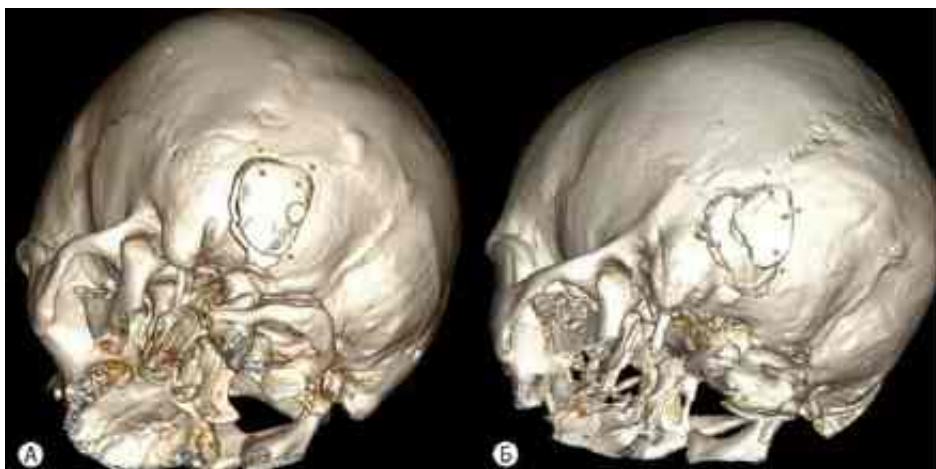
Післяопераційна КТ після РСД із використанням топографії КСЕВ показує мінімальний лінійний дефект черепа (А), порівняно з широким ретромастоїдоподібним дефектом через додаткове видалення кістки після початкової недостатньої краніотомії (Б).
